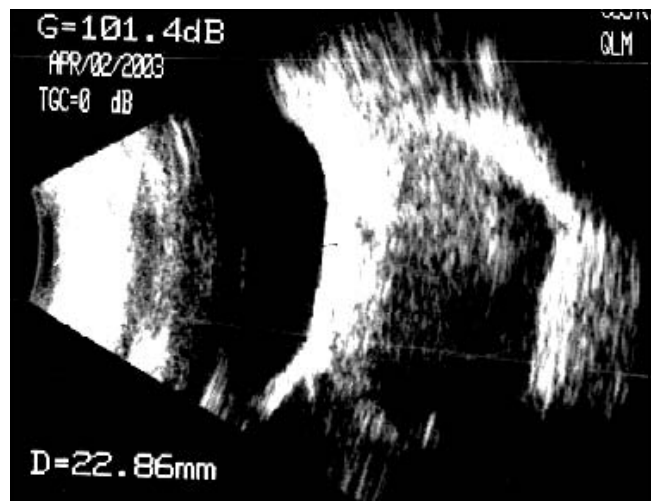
Ecografía modo B: lesión de bordes mal definidos, densidad heterogénea, que rectifica la pared ocular posterior, con espacios que semejan quistes en su interior, dimensiones: 22.86 mm x 18 mm.
